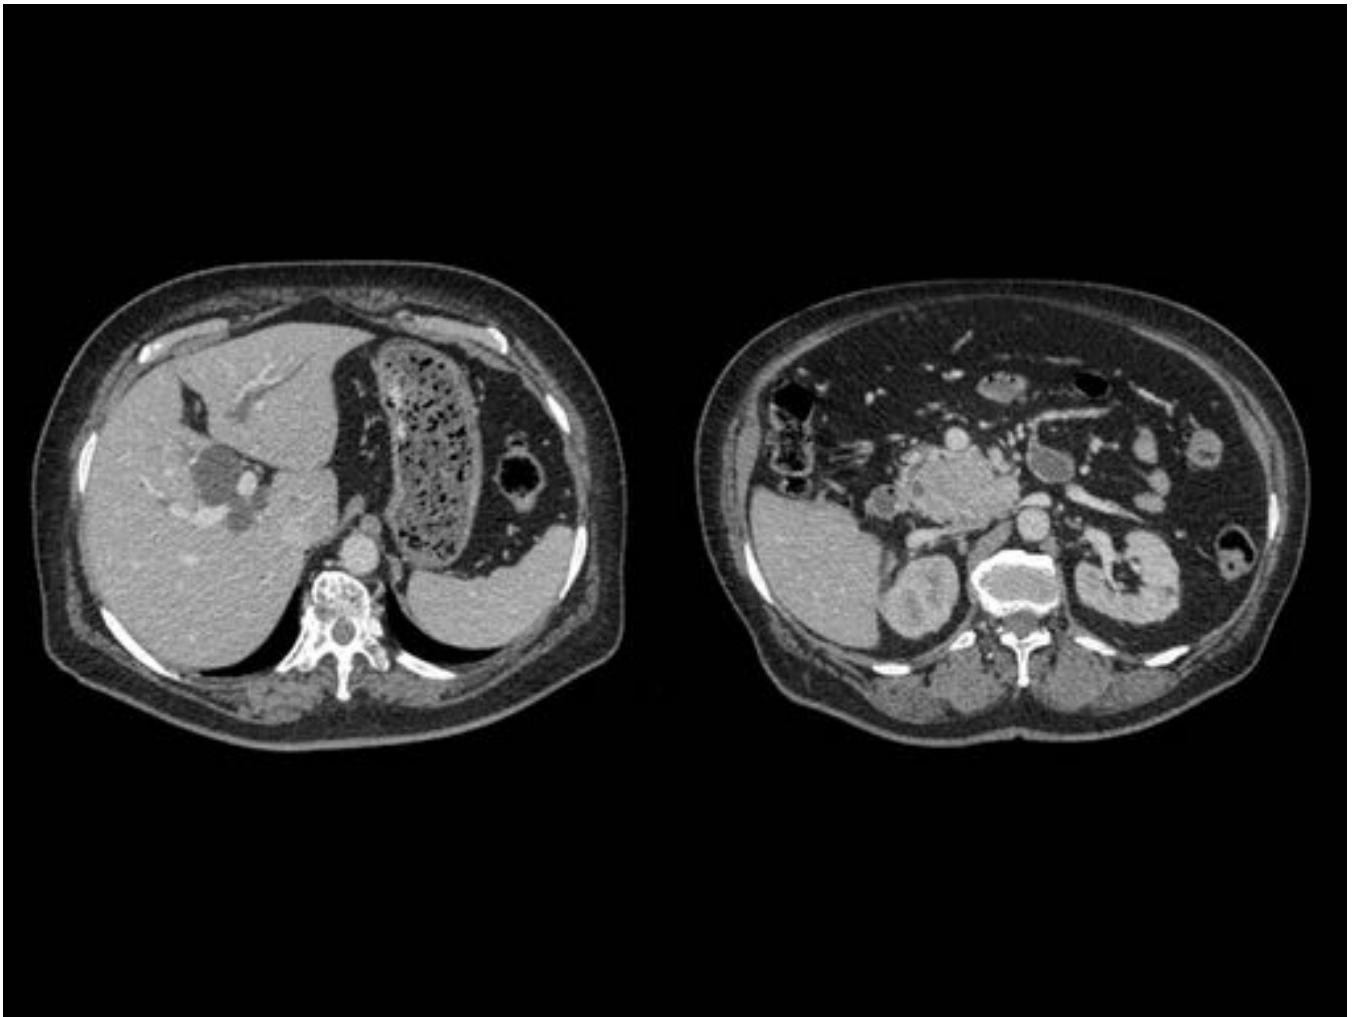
Mismo paciente de Fig.1. Imágenes en plano axial de TC abdominal, adquisición en fase portal. Severa dilatación del colédoco y de la vía biliar intrahepática. En la cabeza pancreática se identifica una masa sólida y heterogénea que invade el marco duodenal y se encuentra en íntimo contacto con arteria y vena mesentéricas superiores así como con la vena renal derecha y la vena cava.
